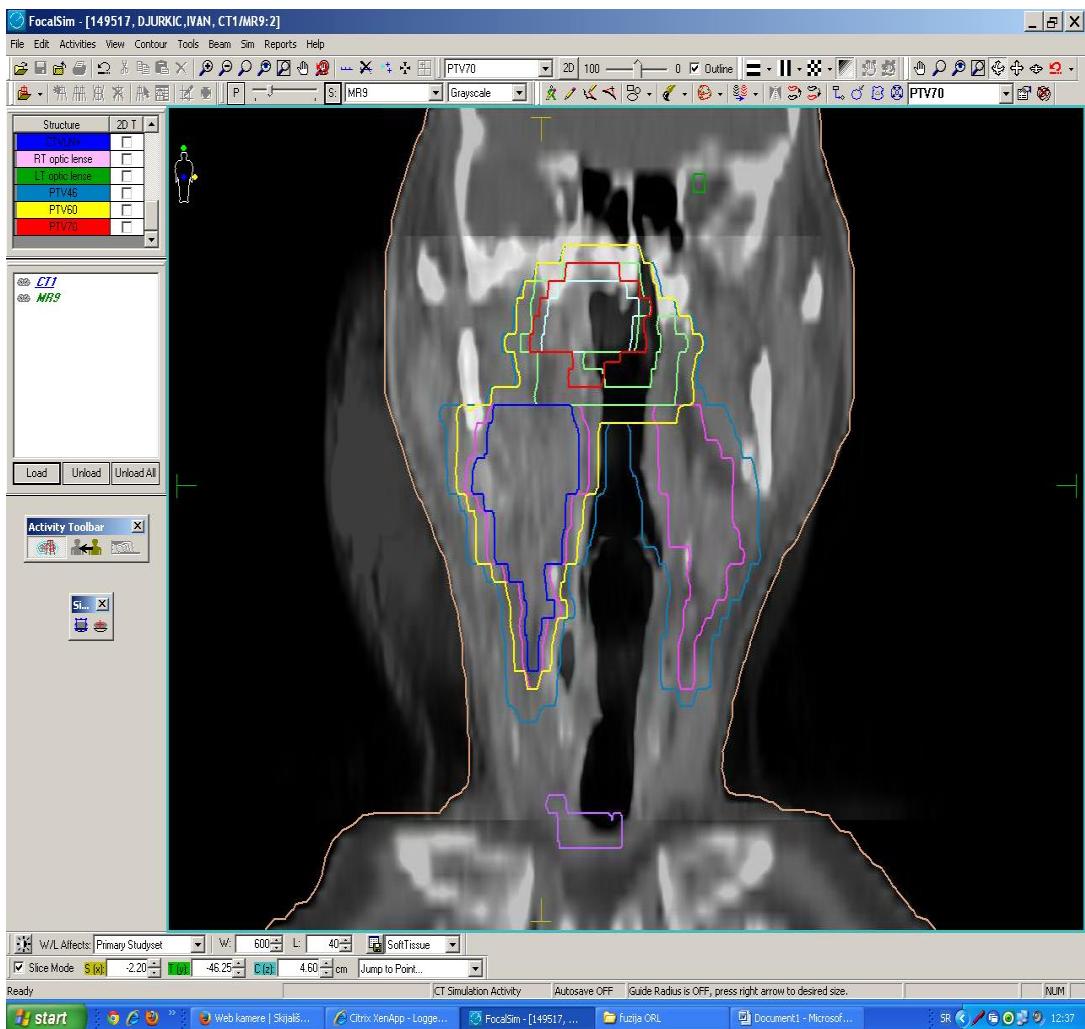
Planocelularni karcinom nazofarinksa – fuzionisani konformalni (3D/CT+MRI) modalitet delineacije ciljnih volumena radioterapije
